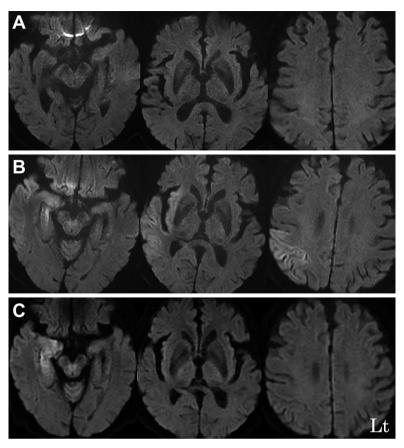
Serial axial brain MRI findings.
